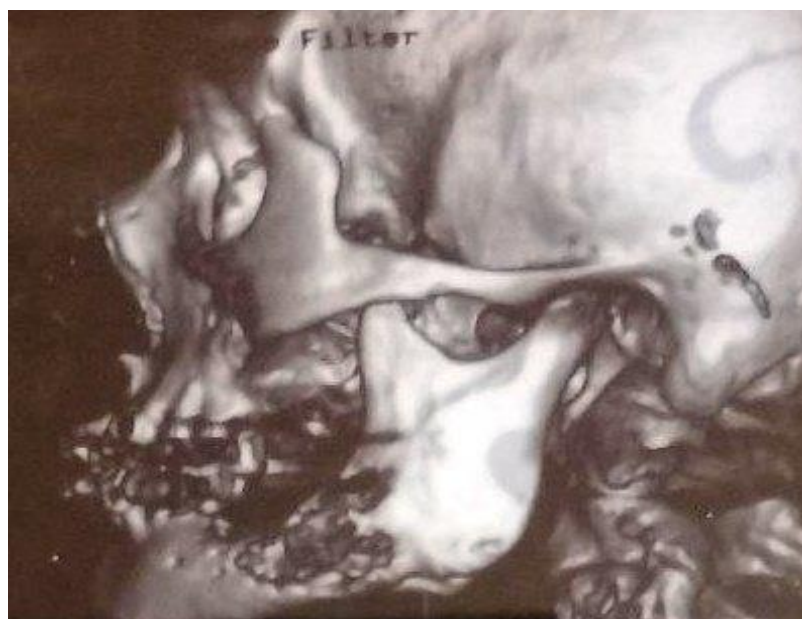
МСКТ исследование нижней челюсти пациента А.
